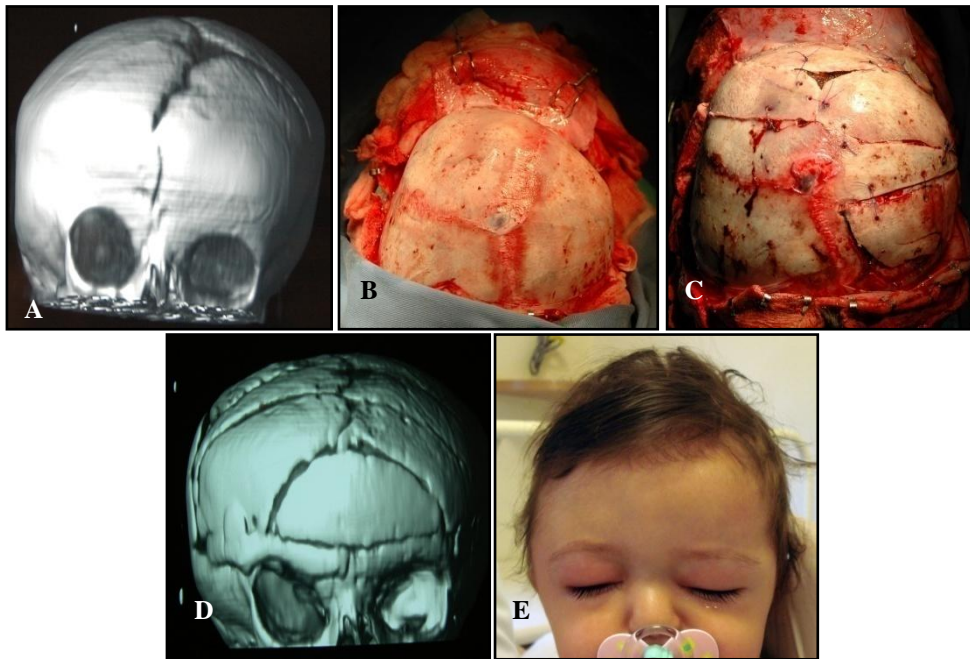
Correção de plagiocefalia anterior direita através de osteotomias e reconstrução craniofacial: A) TC em 3D demonstrando a ausência da sutura coronal direita e as alterações do formato da região frontal e órbita do mesmo lado. B) aspecto intra-operatório confirmando as alterações ósseas evidenciadas pela TC. C) aspecto intra-operatório da reconformação craniana. D) TC em 3D após a cirurgia. E) Aspecto clínico 2 semanas após a alta hospitalar. Observação: caso da Figura 5.
